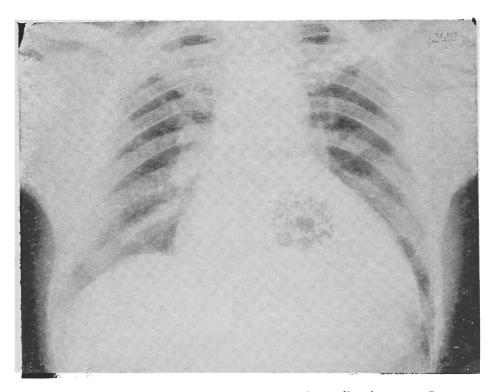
Caso n. 1 — Teleradiografia do coração
